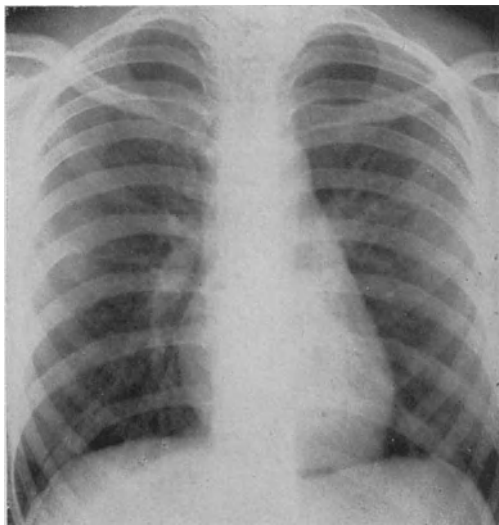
Röntgenaufnahme eines 15jährigen Mädchens, das vor 2 Monaten an Basedow erkrankte. Das Herz hat Mitralform. Über der Pulmonalis wurde ein merosystolisches Geräusch — proto- und mesosystolisch — ohne charakteristische Klangfarbe von geringer Stärke und ohne Fortleitung auskultiert.
